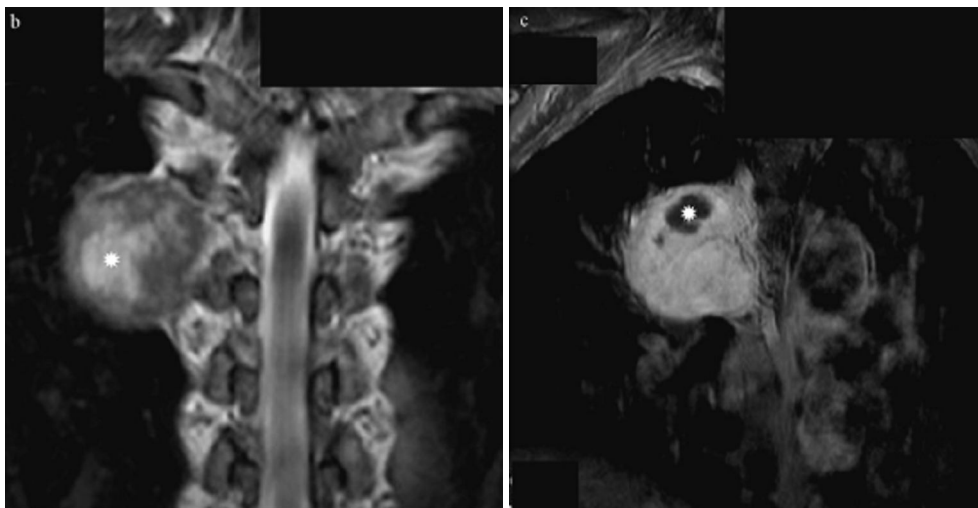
b : coupe frontale IRM en T2 : la lésion affleure le foramen de conjugaison sans s'y étendre et présente une composante kystique (étoile) ; c : coupe frontale IRM après injection de produit de contraste : rehaussement marqué du signal lésionnel sauf au niveau de la portion kystique (étoile). Ces aspects sont caractéristiques d'un neurofibrome thoracique.[50].
